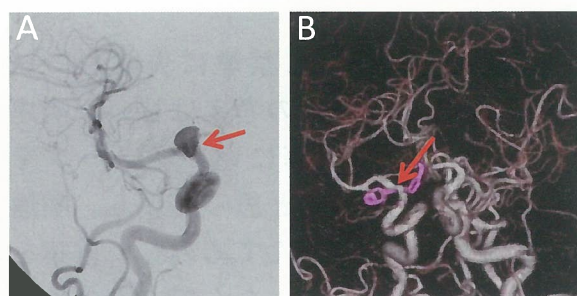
脳血管造影(A: 術前左総頸動脈撮影正面像、B: 術後3D-CTA)
